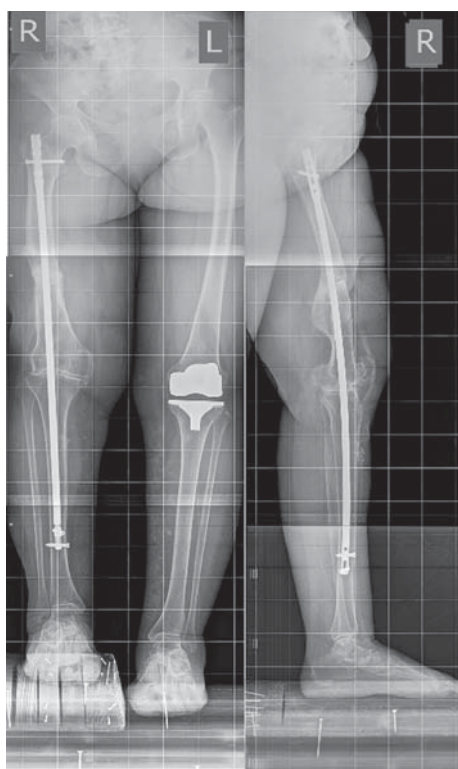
Телерентгенограммы пациентки в прямой и боковой проекциях после операции.
